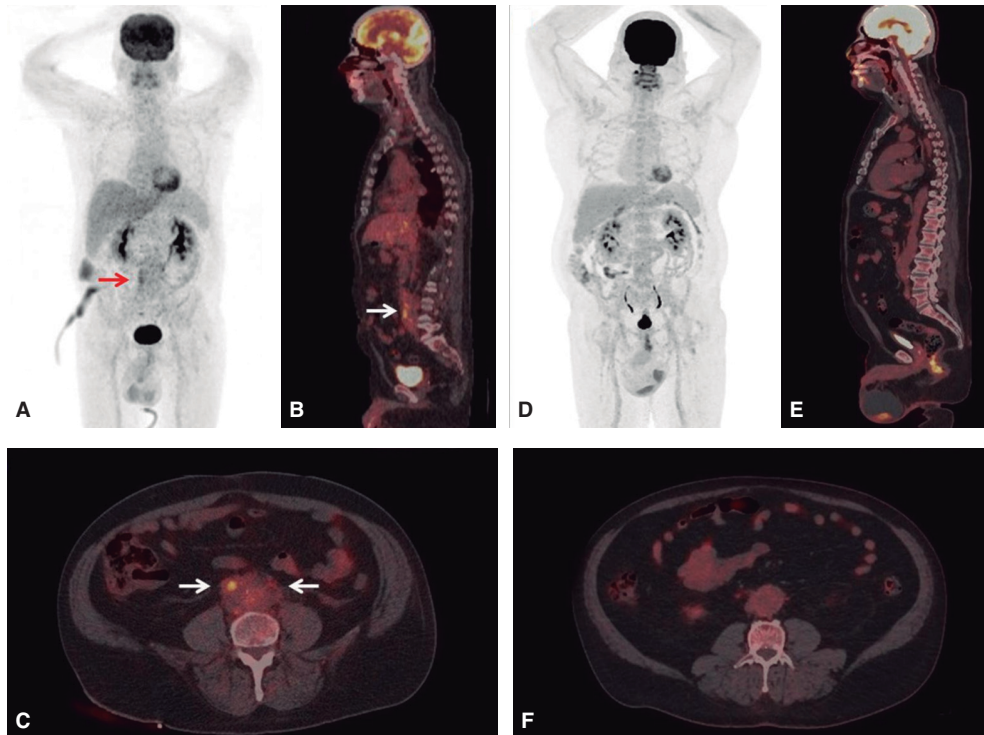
La tomografía por emisión de positrones/tomografía computarizada con ^{18}F -fluorodesoxiglucosa (^{18}F FDG PET/TC) mostró una masa retroperitoneal con gran avidéz por la FDG (valor de captación máximo estandarizado [SUVmáx]: 8,5), compatible con el diagnóstico de fibrosis retroperitoneal: A) proyección de máxima intensidad [MIP]; B y C) vistas sagitales y axiales, flechas. La ^{18}F FDG PET/TC control mostró una respuesta metabólica completa al tratamiento con rituximab; D) MIP; E y F) vistas sagitales y axiales.
